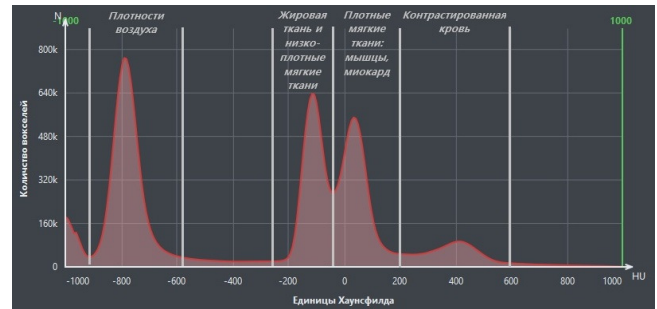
Характерная многопиковая структура гистограммы интенсивностей контрастной КТ сердца с выделением областей, соответствующих воздуху, мягким тканям, миокарду и контрастированной крови
